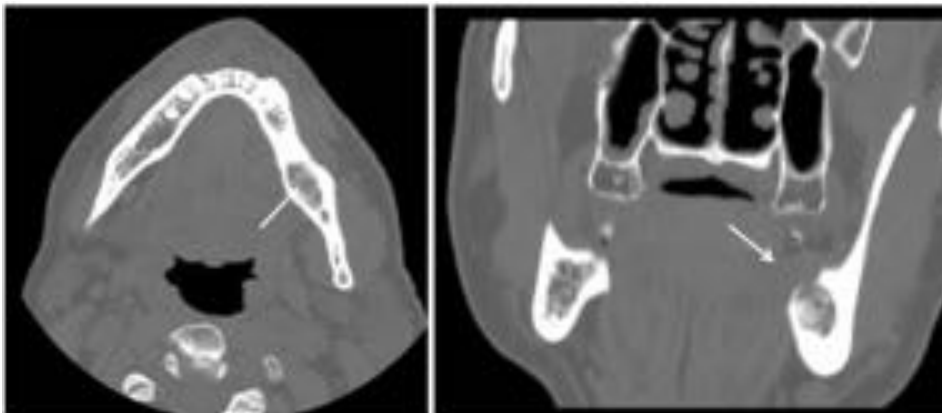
TAC corte axial y coronal. Osteomielitis crónica (flechas).
